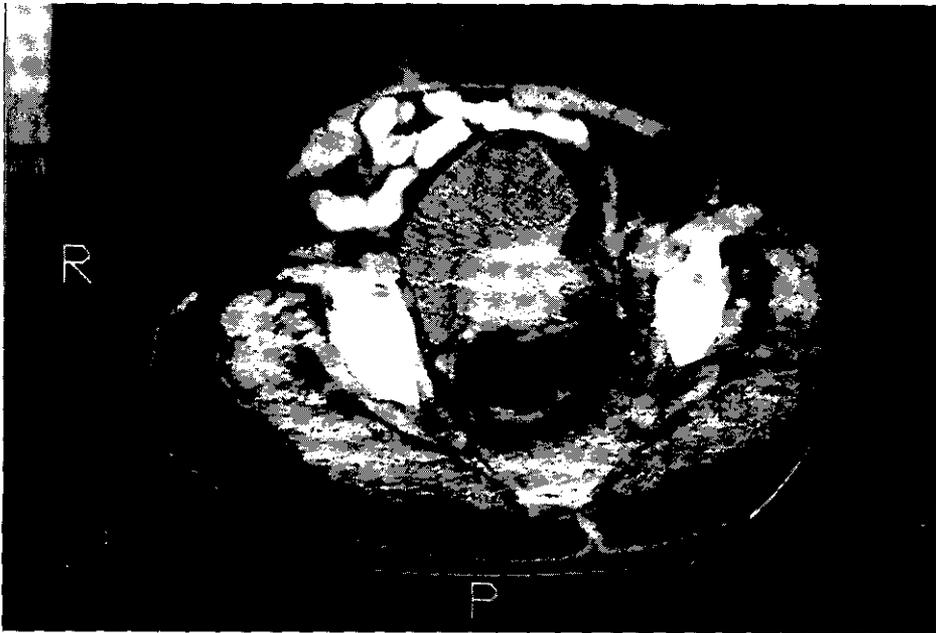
TAC que muestra la presencia de aire en la cavidad vesical, por una fístula vésicocolónica.
